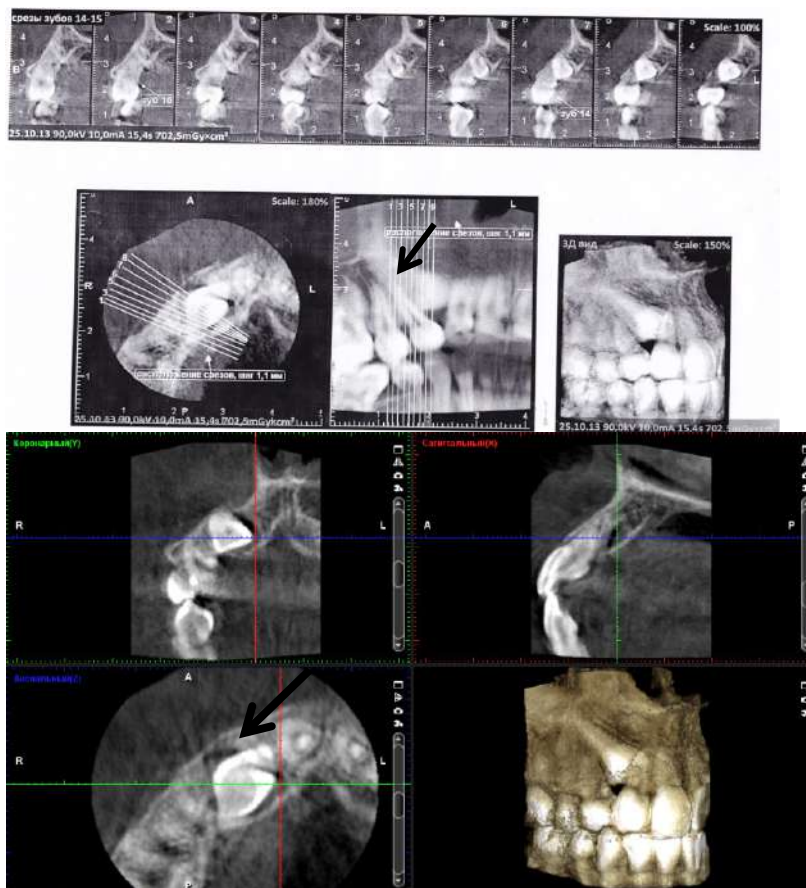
3Д КТ Ретенция 13 зуба
